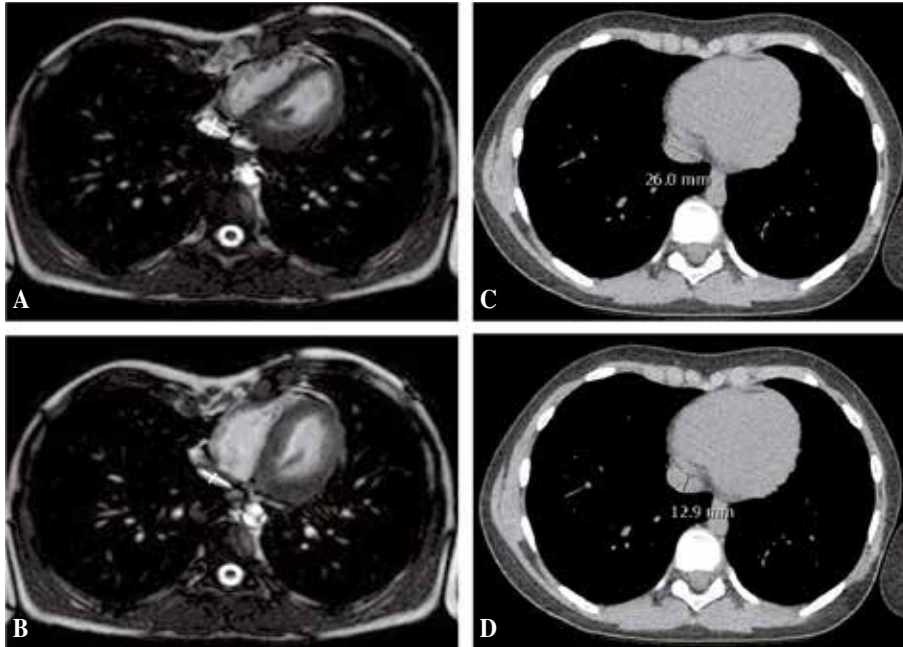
Comparación de calibre de VCI en paciente con PE (CRM) frente a control sano (TC). A-B) Paciente de 14 años con PE, estudio de CRM. Proyección axial en inspiración (A) con medidas de transversal de 20,8 mm y AP de 9,1 mm. En espiración (B) con medidas transversal de 23,4 mm y AP de 7,8 mm a su paso por el hiato diafragmático. C-D) Estudio de TC torácico en caso control realizado en inspiración. Paciente de 14 años sin PE, anatomía de caja torácica normal sin patología cardio-mediastínica. Medidas transversal de 26 mm (C) y AP de 12,9 mm (D) de la VCI suprahepática a su paso por el hiato diafragmático.
